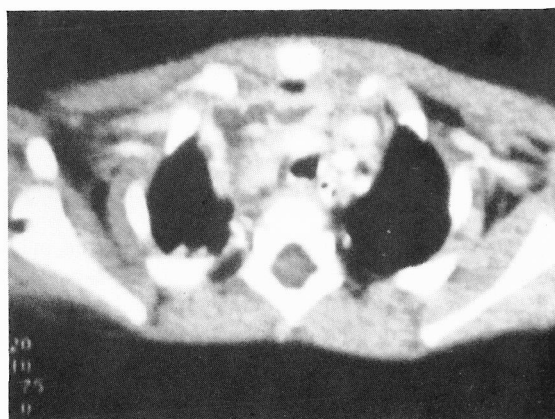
Tomografia axial computadorizada cervical e torácica. Colecção com componente líquido e aéreo no mediastino.
